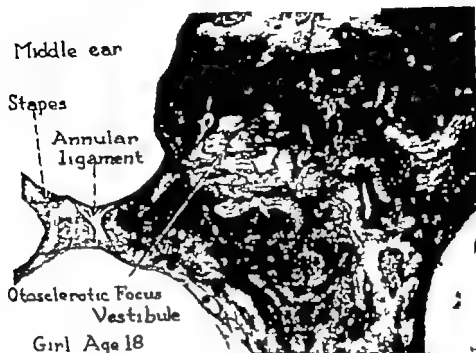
Girl of 18 with small, inactive recalcified inactive focus of otosclerosis in the stapes. Such focus with density equal to that of the normal labyrinthine capsule would not be detected by polytomography. It is not known whether such focus might later become reactivated by pregnancy or other unknown factors. (From Fig. 233, p. 432, *Surgery of the Ear*.)
